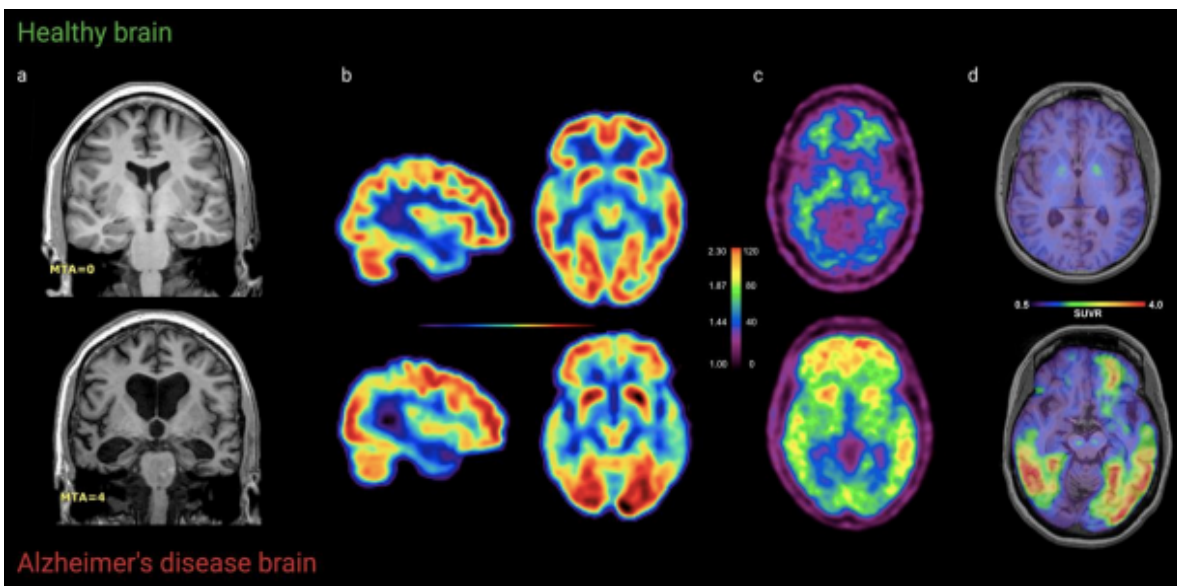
Neuroimmagini di un cervello sano e un cervello con Alzheimer. a) MRI, b) FDG-PET, c) Amiloide PET con 11C-PiB, d) Tau PET con ¹⁸F-AV1451¹⁴.
